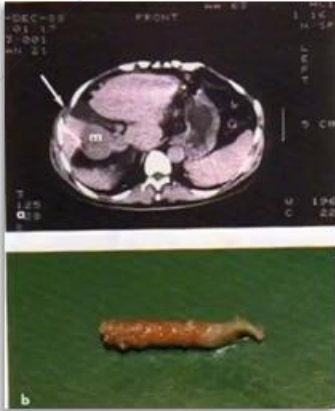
agobiopsia TAC-guidata; la freccia indica l'immagine radiopaca dell'ago che va ad effettuare un prelievo di una massa (m) ipointensa.
